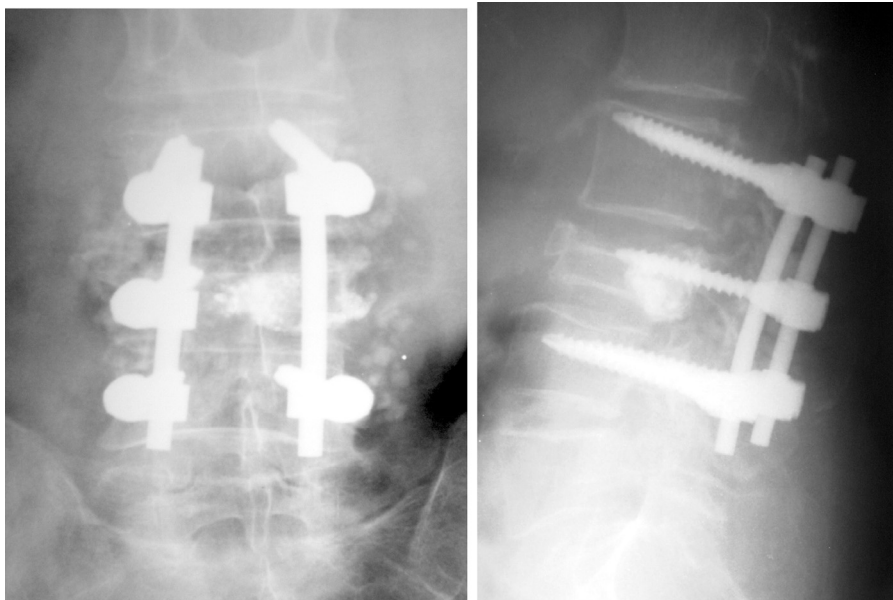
Radiografias da coluna lombar em anteroposterior e em perfil que mostram a descompressão em L3 e artrodese posterolateral com parafusos pediculados de L2 a L4, em consequência do extravasamento do cimento após vertebroplastia.
